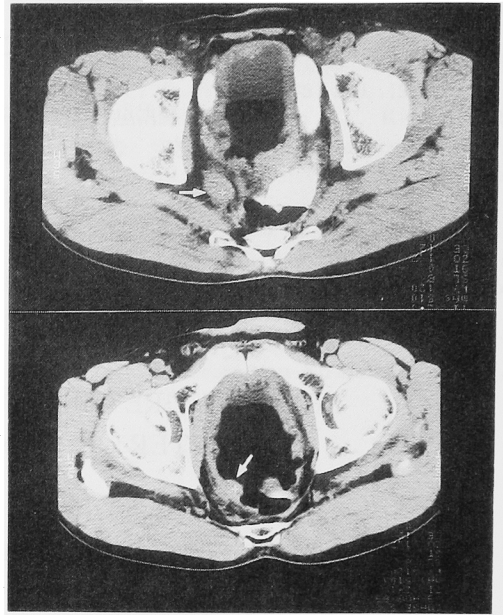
CT scan shows a perivesical mass (arrow) and a thickened bladder wall.
